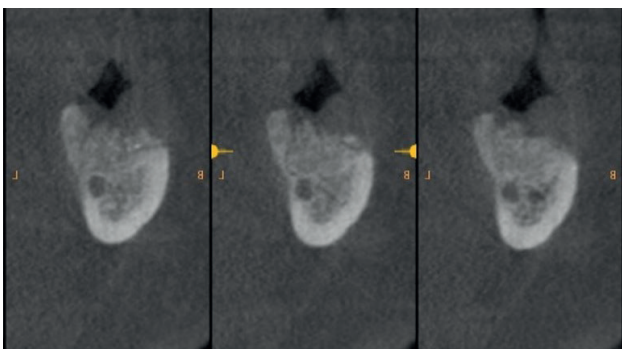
CBCT de control al quinto mes.
